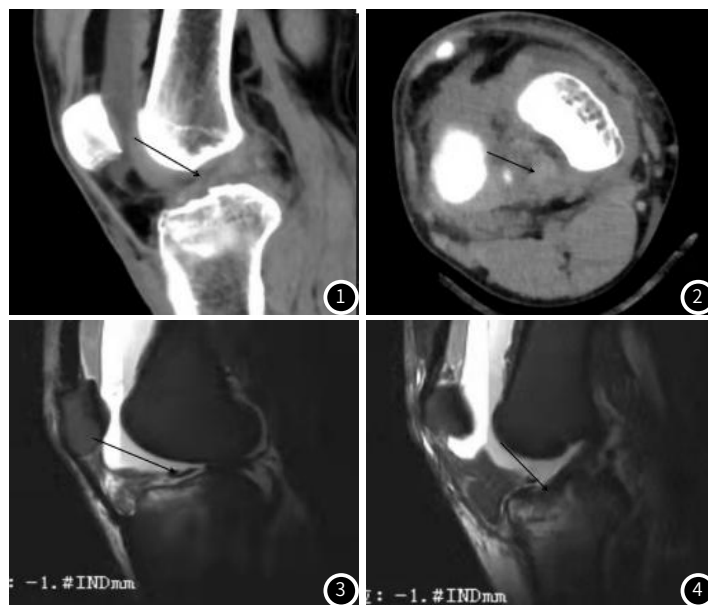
~图2 病例1, 患者男, 45岁, 膝关节高分辨率CT扫描影像, 图1箭头所指为CT扫描MPR重建提示半月板外侧前角撕裂伤, 图2箭头所指为轴位扫描前交叉韧带损伤后皱缩表现。图3~图4 病例2, 患者男, 32岁, MRI扫描影像, 图3所指为MRI T₂WI压脂序列提示半月板外侧前角撕裂伤, 图4箭头所指提示MRI T₂WI压脂序列前交叉韧带附着处损伤。
